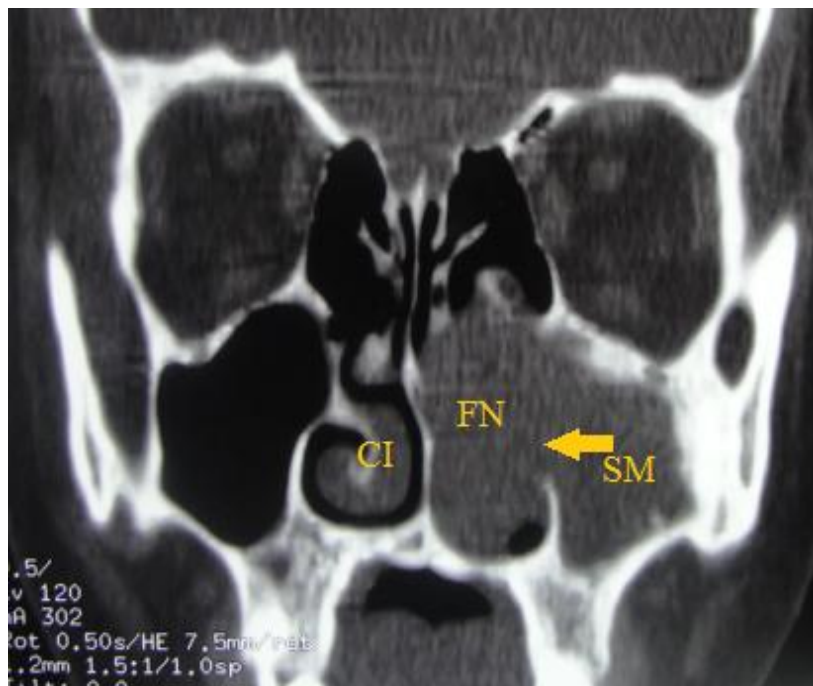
TDM massif facial coupe frontale qui objective une récurrence locale du PI avec absence du cornet inférieur (turbinectomie inférieure réalisée antérieurement) avec lyse du MLN (flèche) et comblement de la fosse nasale (FN) et du sinus maxillaire(SM) [Iconographie CHU Hassan II]
